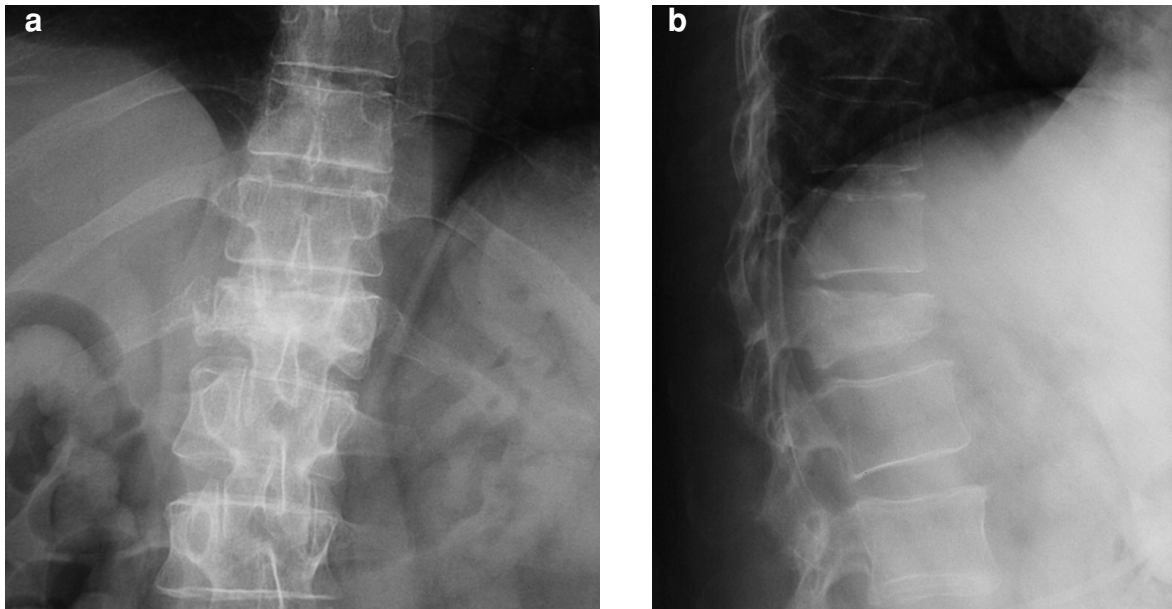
Fracture maligne (métastase d'un adénocarcinome pulmonaire). La fracture est asymétrique sur la radiographie de face (4a), avec une ostéolyse de la corticale et du spongieux pédiculaire droit. De face comme de profil (4b), la vertèbre est globalement dense.
